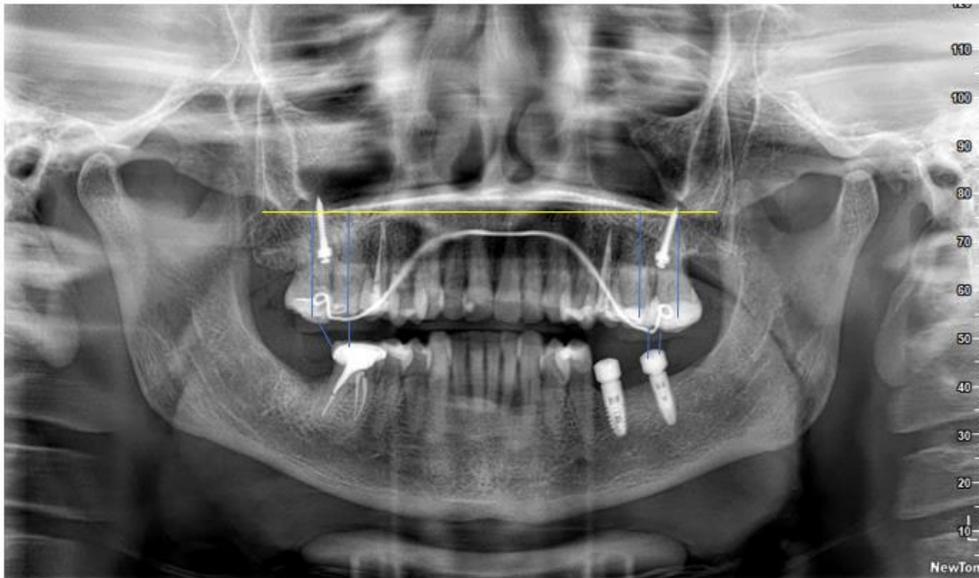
Radiografía panorámica donde se midió del plano palatino a un punto central del diente a intruir.
